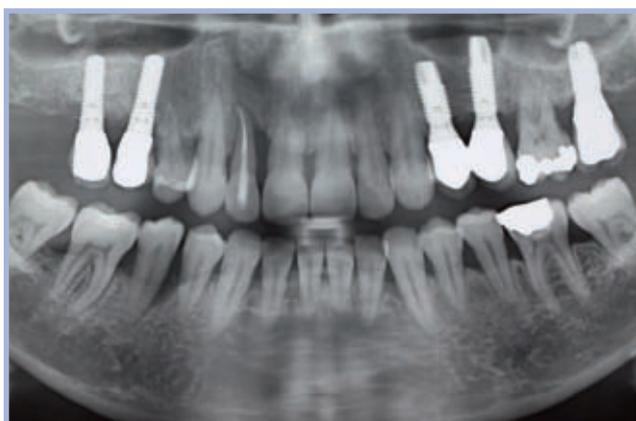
Radiografia OPT iniziale
